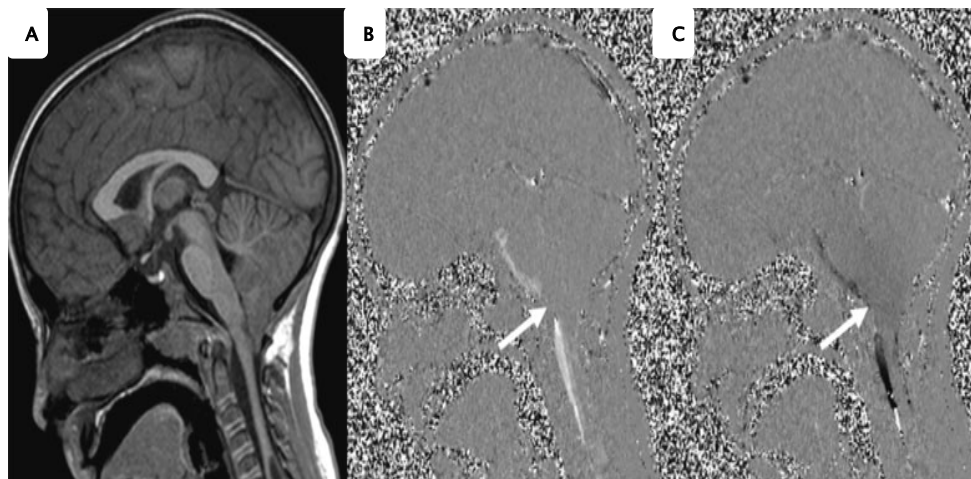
Malformation Chiari I chez une fille de 6 ans. (A) coupe sagittale médiane pondérée en T1 d'une IRM cérébrale qui montre une amygdale cérébelleuse déformée, allongée et comprimée qui s'étend plus de 5 mm au-dessous d'une ligne reliant le basion et l'opisthion avec une syringomyélie. (B, C) images médio-sagittal de phase cinétique d'une IRM de flux montrent la réduction du flux supéro-inférieur (B, lumineux) et inféro-supérieur (C, foncé) avec réduction de débit antérieur de LCR au niveau du foramen magnum (flèches) et l'absence totale de débit postérieur de LCR à la moelle épinière au niveau du foramen magnum [46]
